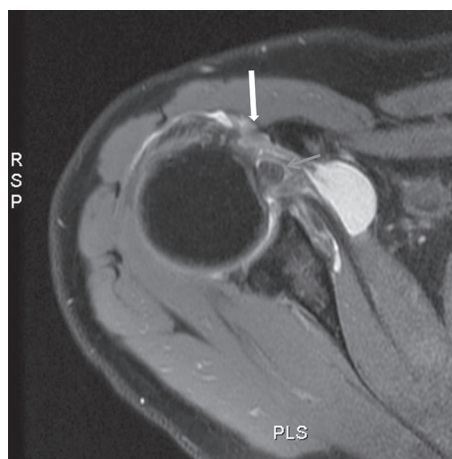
• Immagine RM assiale della spalla che mostra, in quadro di conflitto antero-interno, testimoniato dalla riduzione dello spazio sottocoracoideo (freccia bianca), una lacerazione totale del tendine del sottoscapolare ed una lussazione completa del tendine del capo lungo del bicipite brachiale (freccia rossa).
